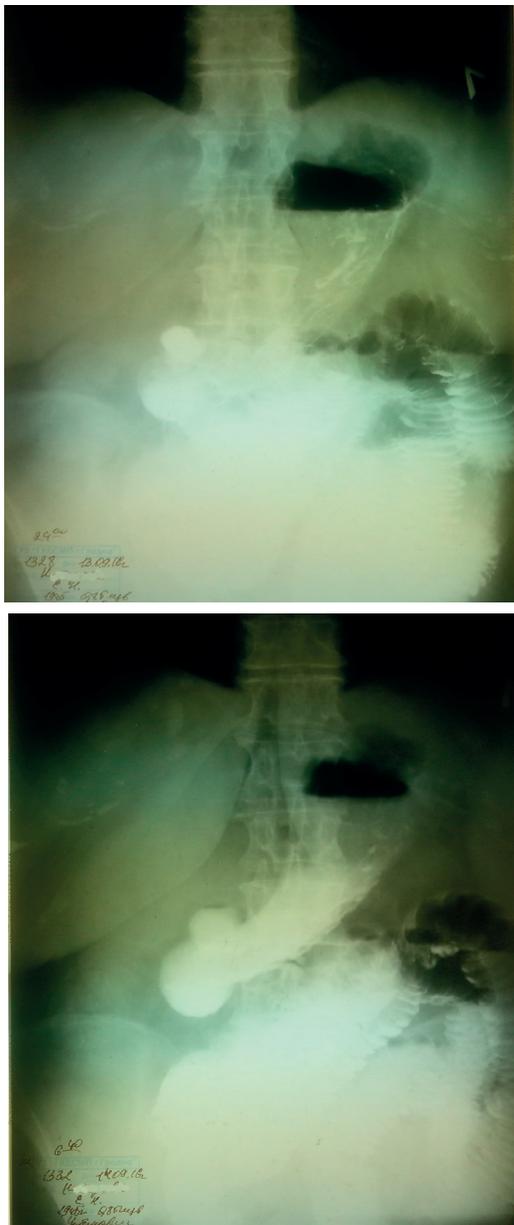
Обзорная рентгенография брюшной полости, выполненная с интервалом в 6 ч. Феномен "стоп-контраст"
